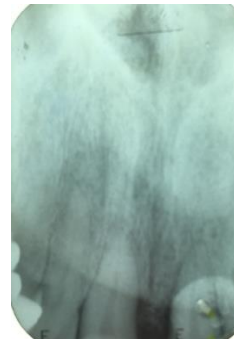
Radiografía donde se observa el llenado óseo del diente 11 tras 5 meses de la cirugía con Emdogain® y RTG. Fuente directa
